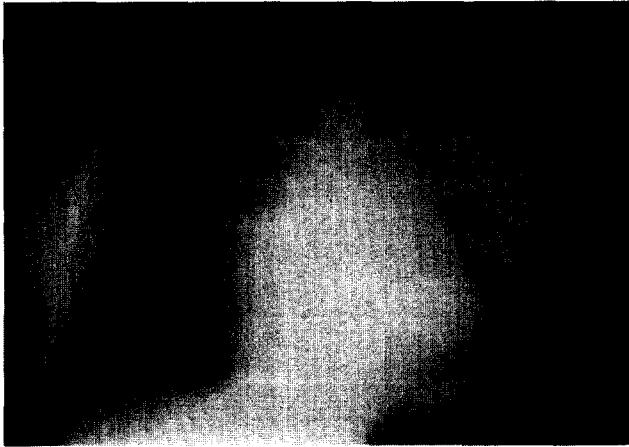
Simple chest x-ray on admission shows severe pulmonary edema and cardiomegaly.
